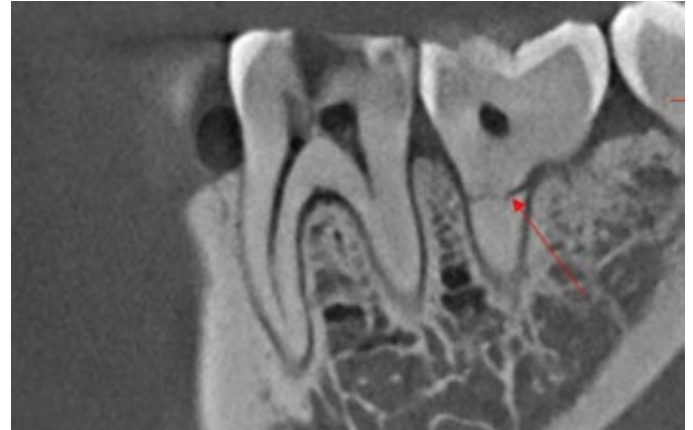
Imagen CBCT mostrando fractura radicular (flecha roja).
